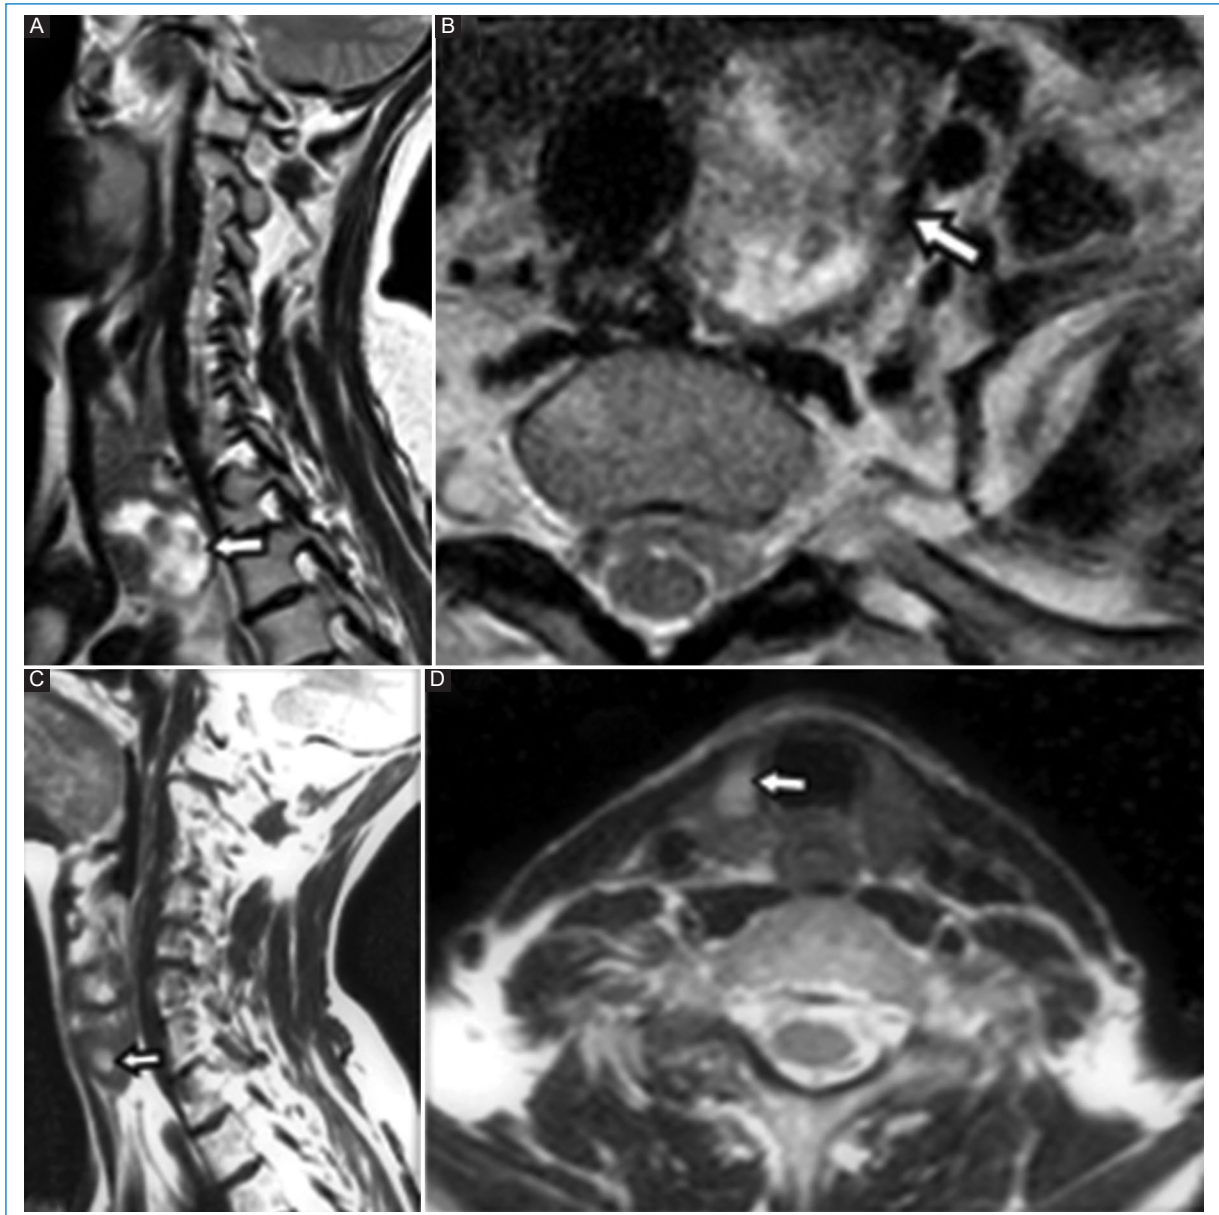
Hallazgos en la glándula tiroides en dos pacientes distintos. RM de columna cervical. Secuencias ponderadas en T2 planos: (A y C) sagital y (B y D) axial. Quistes de distinta morfología (flechas con relleno). (A y B) paciente 1, (C-D) Paciente 2.
